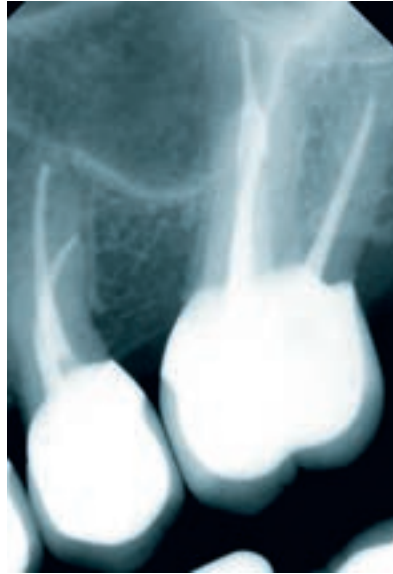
Kontrollröntgenbild von 25 und 26 nach 24 Monaten.
